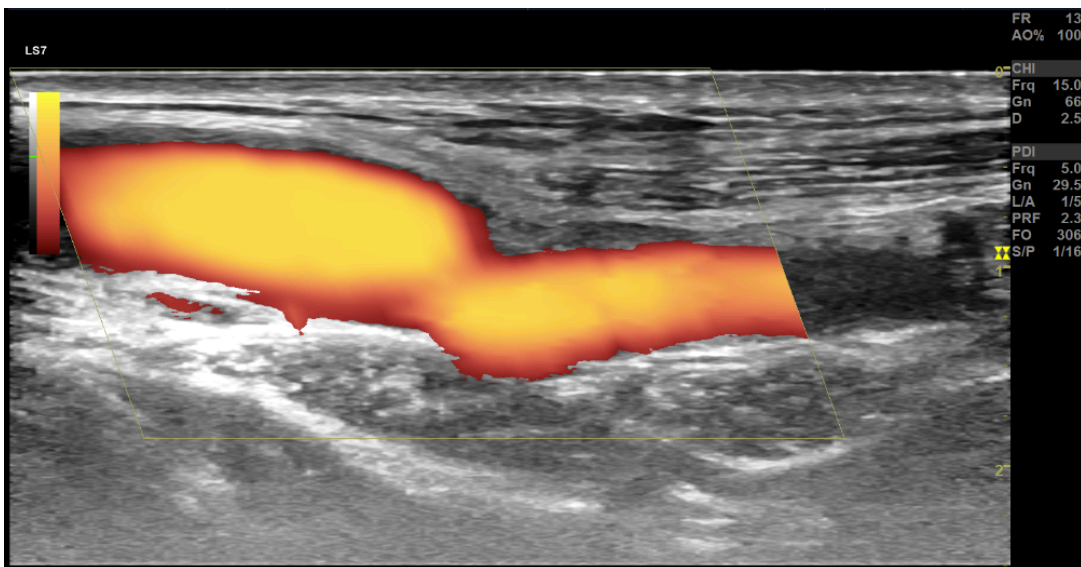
Doppler énergie montre un bon remplissage de la veine
